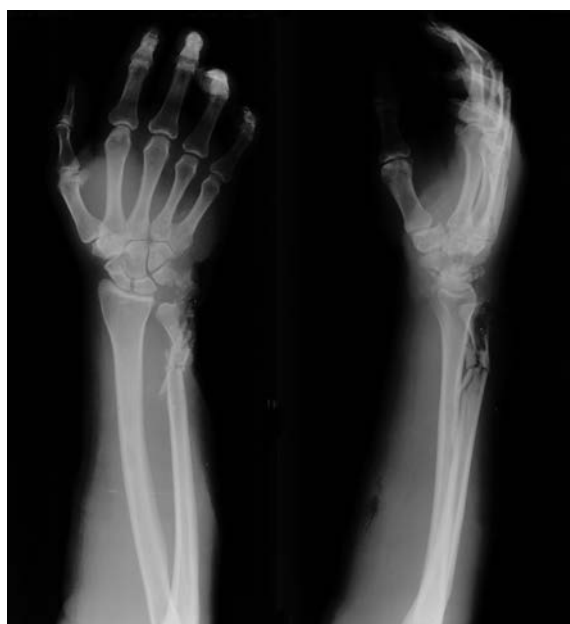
Рентгенограммы больного П. до операции.
